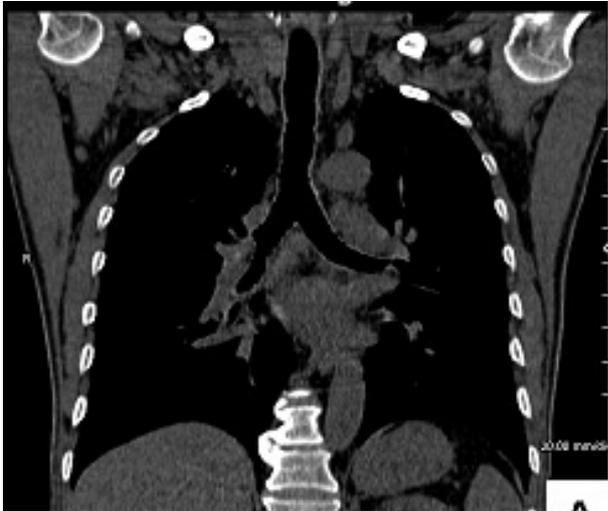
Chest Computed tomography finding. Chest CT showed thickening of tracheal and bronchial wall, multiple nodules through whole trachea.
